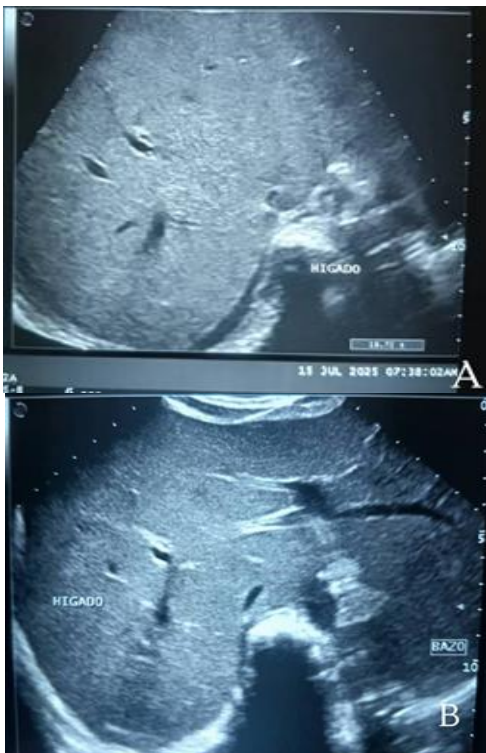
Ecografía abdominal Julio 2025.
